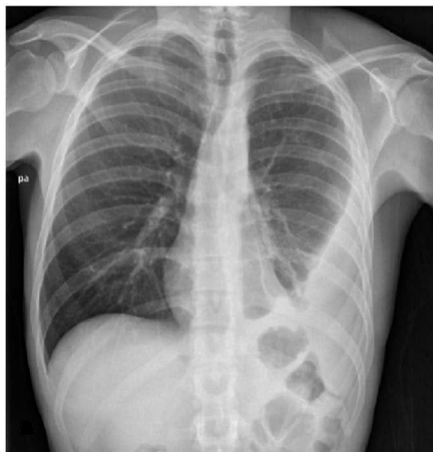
Рентгенограмма ОГК пациента с числом  $CD4^+$ , равным 220 кл/мкл, демонстрирует признаки осумкованного туберкулезного плеврита слева
